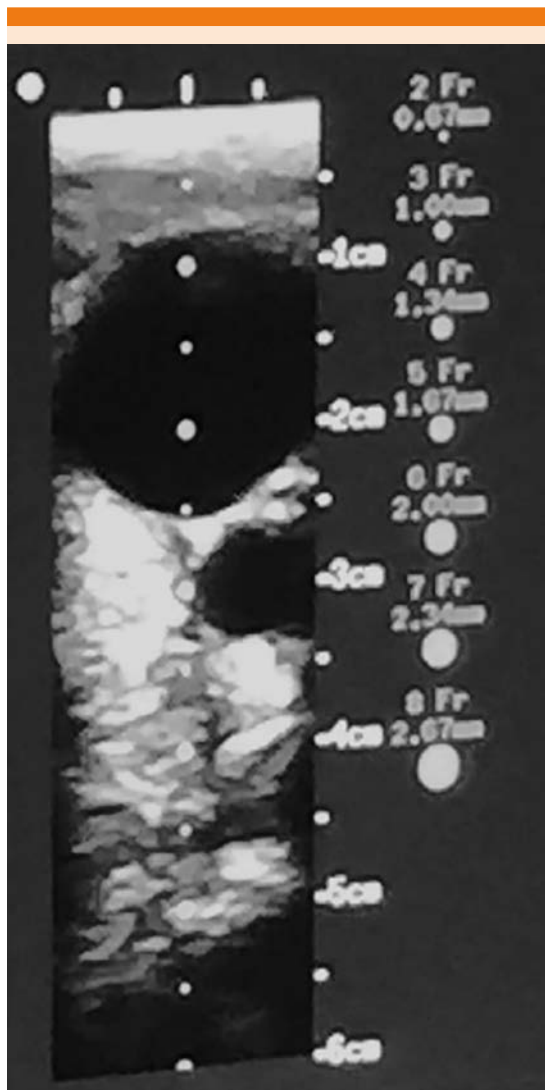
Ultrasonido en tiempo real: permite observar el avance de la aguja durante la colocación de un catéter venoso central.
